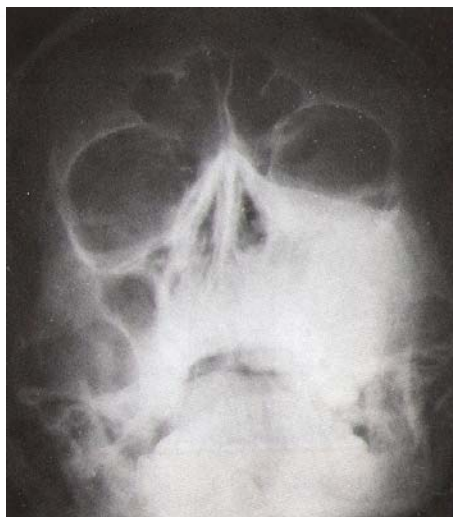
Фиброзная дисплазия верхней челюсти. Рентгенограмма
